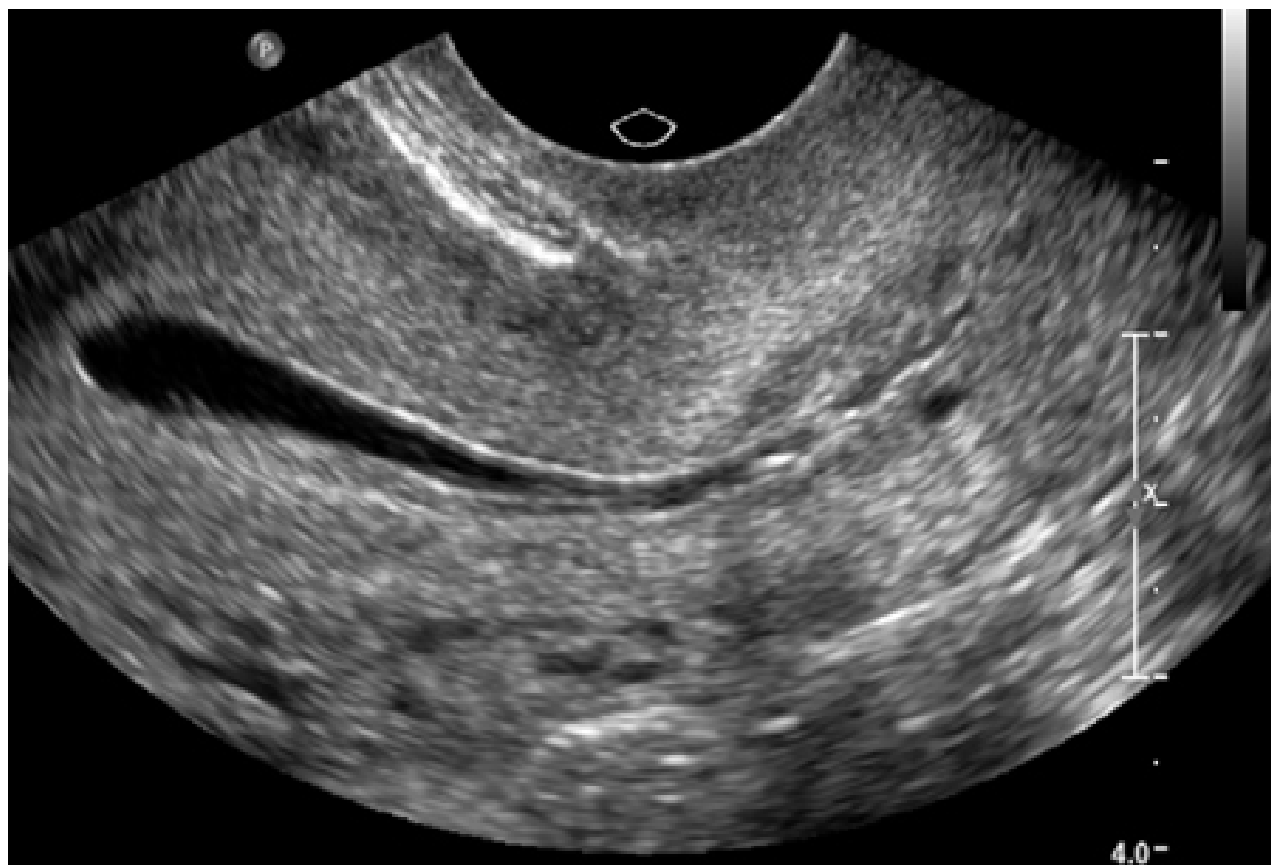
Ultrassonografia com infusão de solução salina normal
